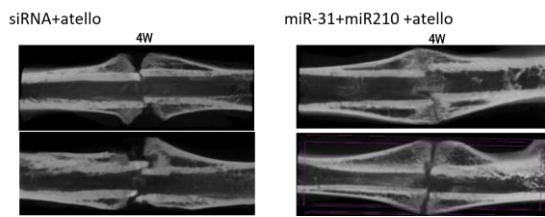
miRNA 投与後 2 週、4 週における  $\mu$  CT 評価
